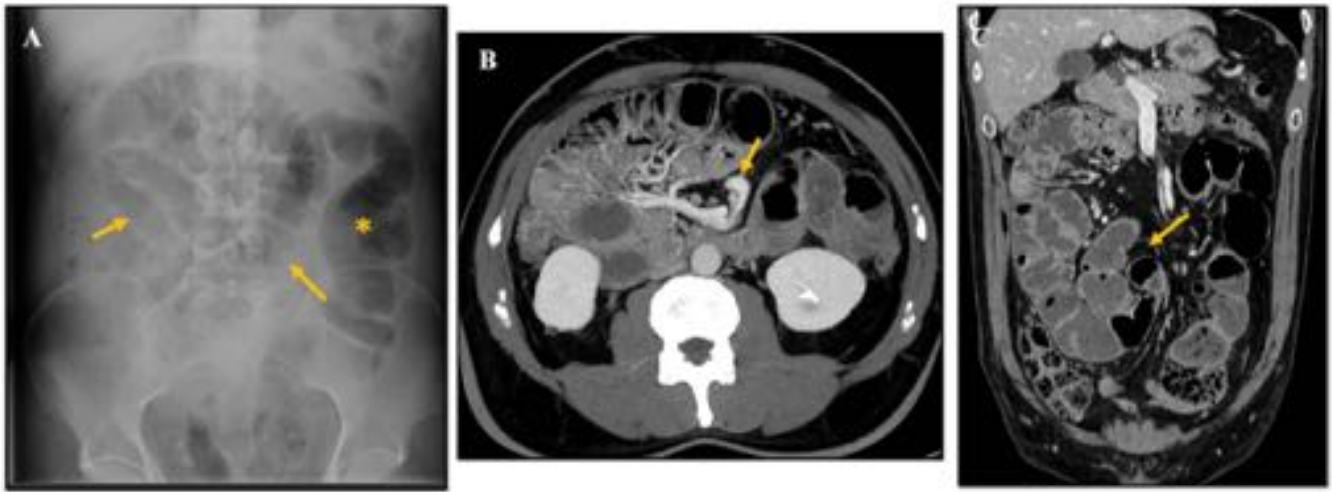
Hernia paraduodenal derecha. Varón de 42 años con dolor abdominal. A) Rx de abdomen en la que hay dilatación de asas de intestino delgado en cuadrantes derechos (flechas) con gas en el colon descendente (*). B) TC abdominopélvica, imagen axial con MIP. Posición anómala de la vena mesentérica superior (flecha) que da un giro para colocarse anterior a la arteria mesentérica superior. C) Agrupación y dilatación de las asas intestinales localizadas en el hemiabdomen derecho (flecha).
